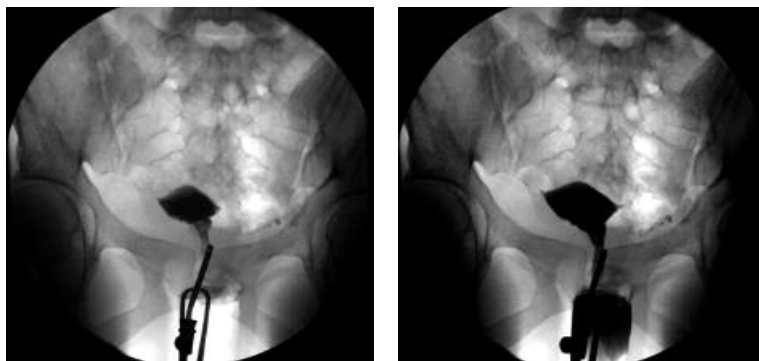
A) Imágenes redondeadas radiolúcidas en cavidad uterina próximas al cérvix en una radiografía de llenado parcial con sustancia de contraste de la cavidad uterina. B) Las imágenes descritas se desplazaron y desaparecieron al completar el llenado total del útero. Correspondían a burbujas aéreas instiladas con el material de contraste.
